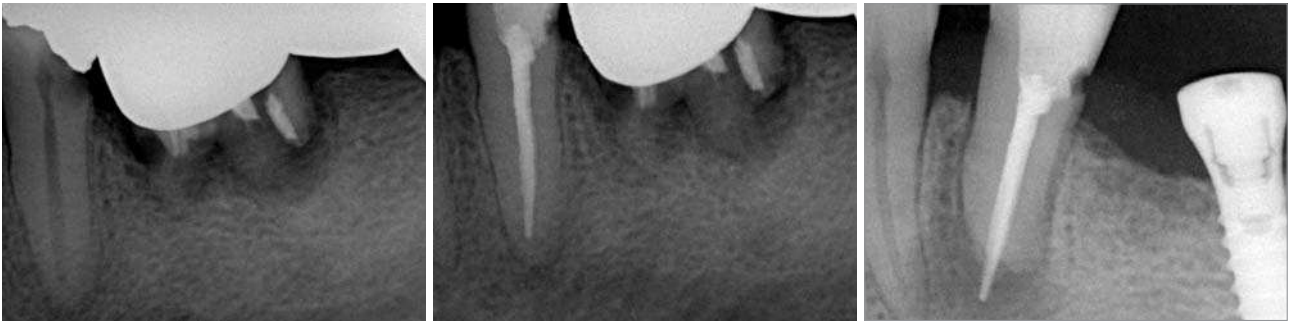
Ausgangsröntgenbild zu Beginn der Behandlung. – Abb. 2: Kontrollröntgenbild nach erfolgter Wurzelfüllung. – Abb. 3: Kontrolle der Situation nach 13 Monaten.
